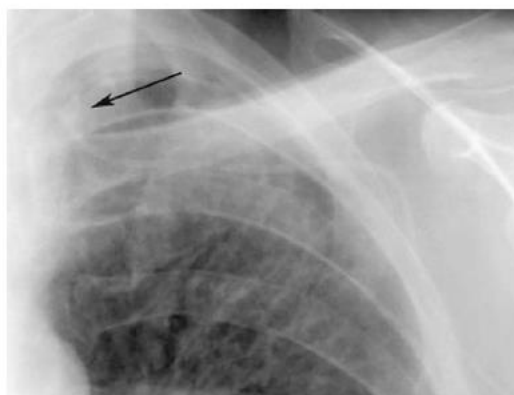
Radiografía de tórax que muestra una mala posición con la punta del PICC desplazándose superiormente hacia la vena yugular interna izquierda. Tomado de Amerasereka et al., 2009.
